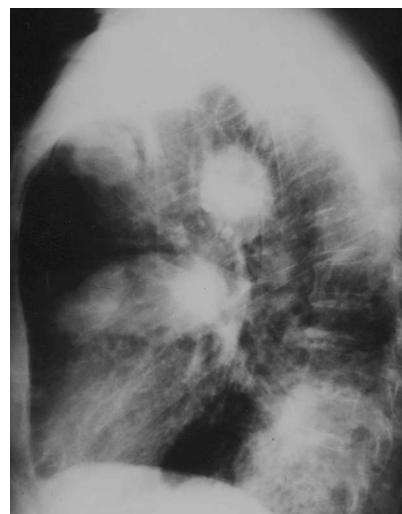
Radiografía posteroanterior y lateral de tórax en la que se observan nódulos pulmonares bilaterales.
